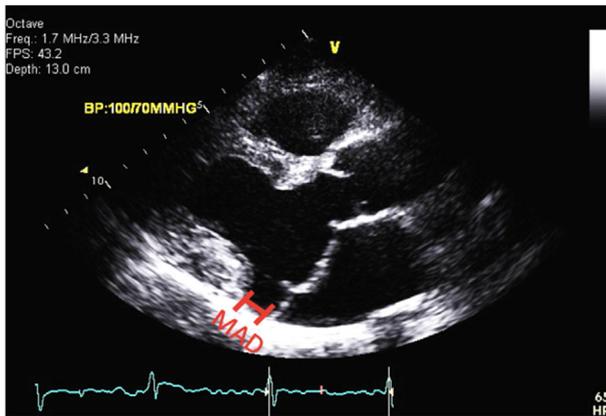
Échocardiographie transthoracique en coupe parasternale gauche grand axe, en fin de systole, faisant apparaître un prolapsus mitral bivalvulaire avec détachement de l'insertion du feuillet postérieur mitral du myocarde ventriculaire sous-jacent, appelé disjonction annulaire mitrale ou MAD.
